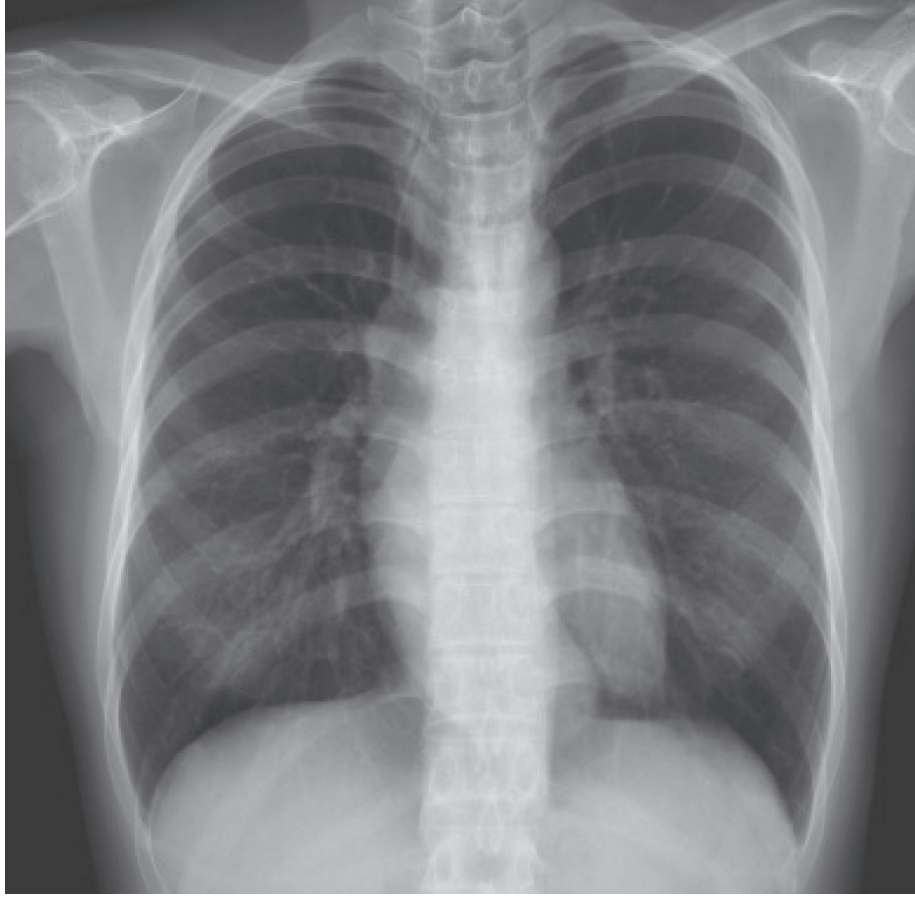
Chest plain film revealed mild prominent right hilar region.
